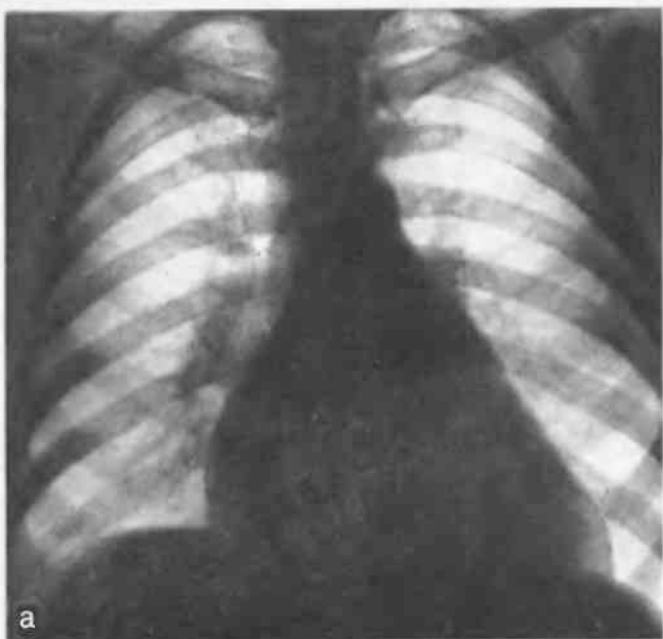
К заданию 22. Рентгенограммы сердца в прямой (а), правой косой (б) и левой косой (в) проекциях.
